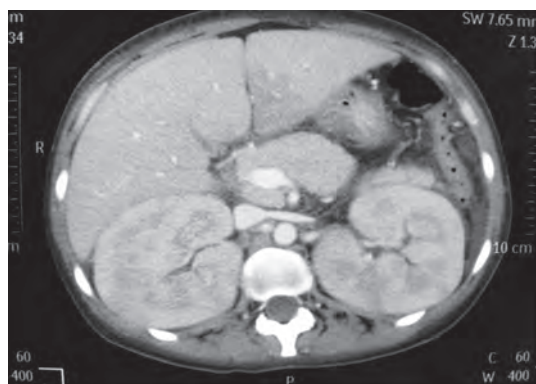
Компьютерная томография почек
